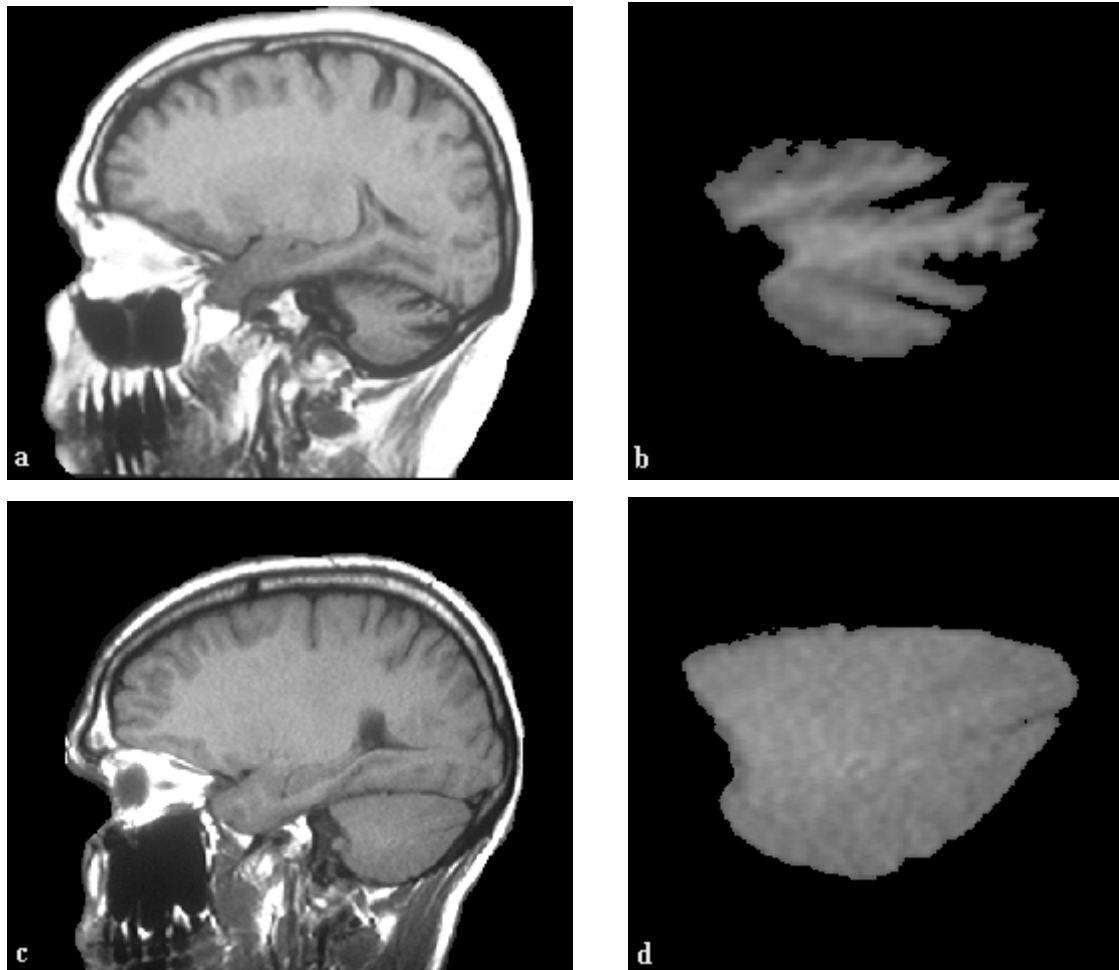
RM: segmentación de hemisferios cerebelosos. (a) Corte sagital lateral del paciente n° 8 (con atrofia) y (b) segmentación de hemisferio cerebeloso; (c) corte sagital lateral del paciente n° 12 (sin atrofia) y (d) segmentación del hemisferio cerebeloso.
